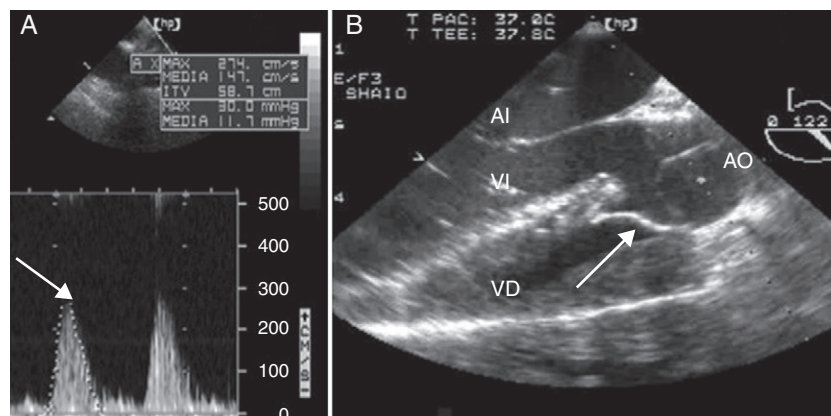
Corregido. A) Doppler continuo del tracto de salida del ventrículo derecho (TSVD) con gradientes pico de 30 mmHg y medio de 11 mmHg en un transgástrico profundo del ventrículo derecho (Deep TG RV); la flecha señala el gradiente pico. B) El eje largo de la válvula aórtica en el esófago medio (ME AV LAX) muestra la corrección con la aorta alineada al lado izquierdo por el parche; la flecha señala el parche. AI: aurícula izquierda; AO: aorta; VD: ventrículo derecho; VI: ventrículo izquierdo.
